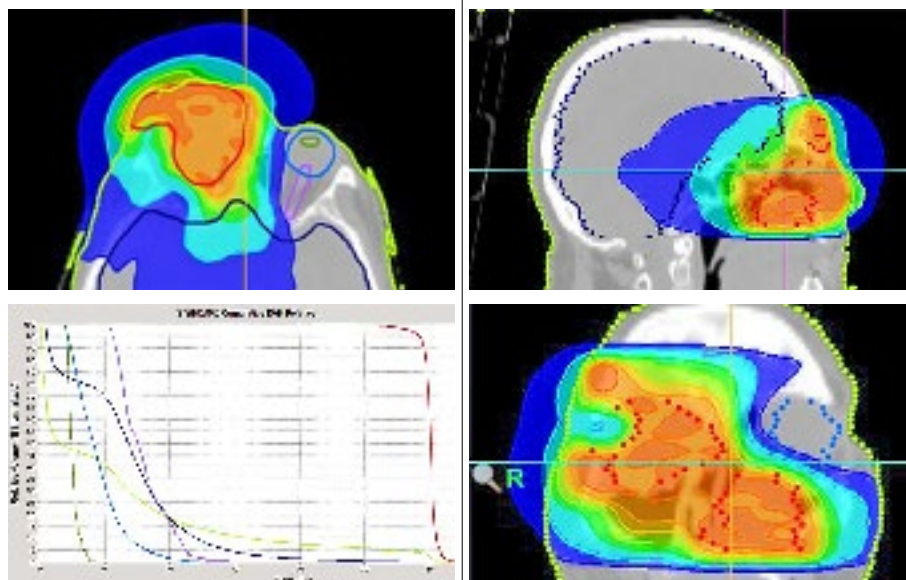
Delimitarea globului ocular, a cristalinelor și a volumului țintă, incluzând cele 2 leziuni tumorale macroscopice evidențiate imagistic (CT) și conturate (GTV-conturajul cu linia roșie) și a organelor cu risc crescut (OR) la iradiere: OR (cristalinul, bilateral, nervul optic conturaj) (bleu) și a sistemului nervos central (conturaj albastru) pentru efectuarea planului de iradiere. Tegumentul este conturat cu culoarea verde deschis.
